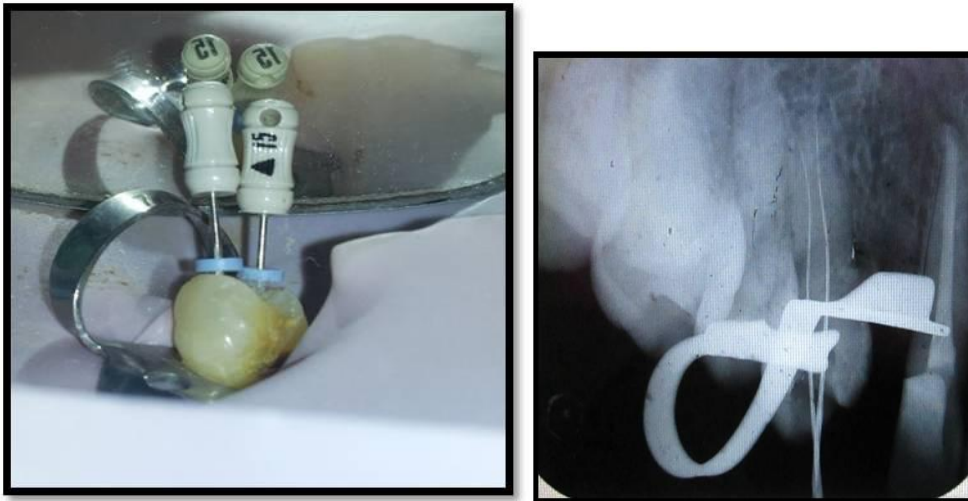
Tratamiento de Conducto Radiculares (Fase Conductometria; se adjunta radiografía)
